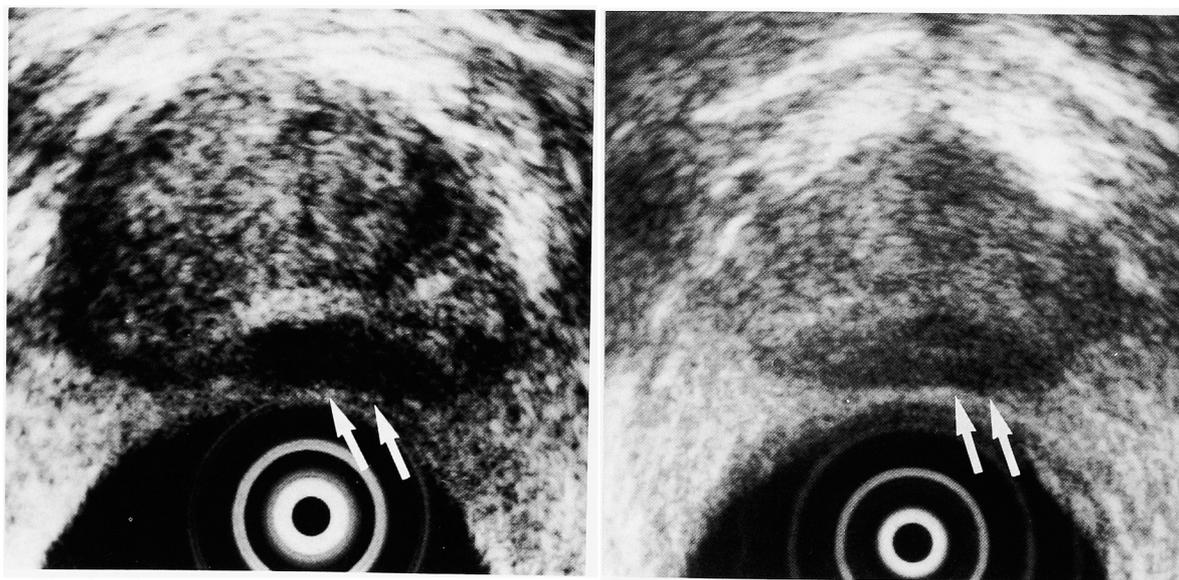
Sonograms of cases of prostatic cancer in stage B. Focal hypoechoic lesions were visualized clearly (arrow).
